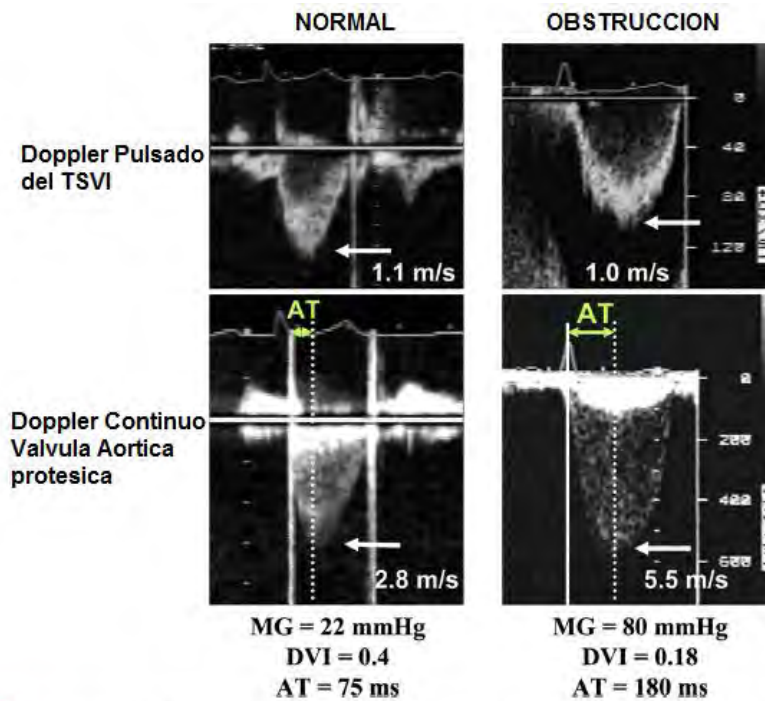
Registros doppler de una prótesis valvular normal y obstruida en posición aórtica. Con obstrucción, la velocidad del chorro se incrementa junto al cambio parabólico en el contorno de la velocidad del jet, con un perfil de pico tardío. Tanto el ET como el AT se incrementan. El AT (en milisegundos) se mide como la duración desde el inicio de la eyección aórtica (línea continua) a la velocidad máxima del chorro (línea de puntos). El gradiente medio (MG) se incrementa y el DVI disminuye con la obstrucción protésica.
